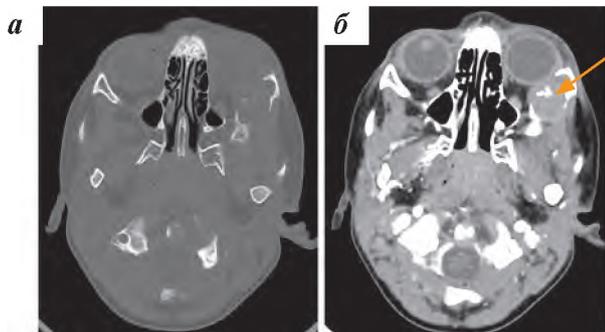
Пациент № 11, ювенильная ксантогранулема. КТ: аксиальная плоскость, до (а) и после (б) введения контрастного препарата. Скуловая и клиновидная кости слева «вдуты» за счет опухолевых тканей
